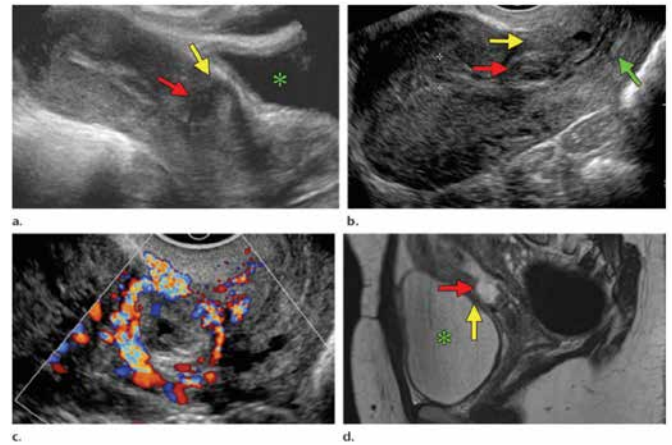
Gravidez ectópica em cicatriz de cesariana. (a) Imagem de US em escala de cinza transabdominal sagital em paciente com cesariana prévia mostra um saco gestacional (seta vermelha) na parede anterior da face inferior do útero anterior à bexiga (*), com afinamento do miométrio (seta amarela) visto anteriormente ao saco. (b) Imagem de US transvaginal sagital mostra o miométrio afinado (seta amarela) anterior ao saco gestacional (seta vermelha), que está acima do orifício cervical interno fechado (seta verde). Observação a cavidade endometrial vazia (entre os calipers). (c) Imagem sagital transvaginal com Doppler colorido mostra fluxo peritrofo-blástico ao redor do saco gestacional. (d) Imagem sagital de ressonância magnética ponderada em T2 mostra o saco gestacional (seta vermelha) no segmento uterino inferior anterior e o miométrio afinado (seta amarela) entre o saco gestacional e a bexiga (*)⁵.
